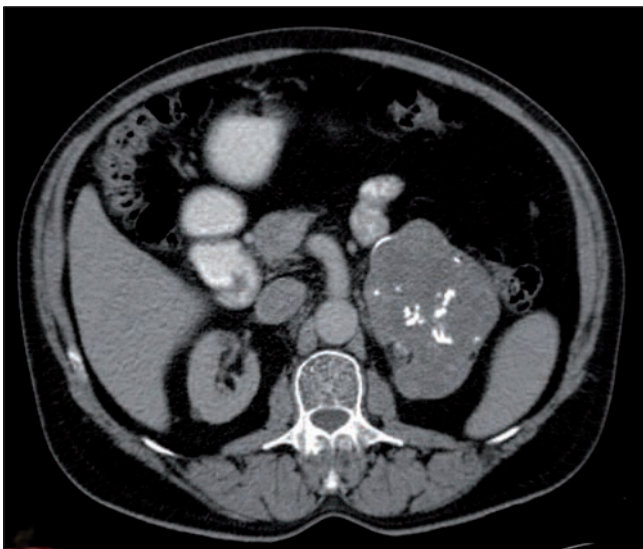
Tomografía computerizada abdominal, proyección axial: gran masa adrenal izquierda, parcialmente calcificada.
